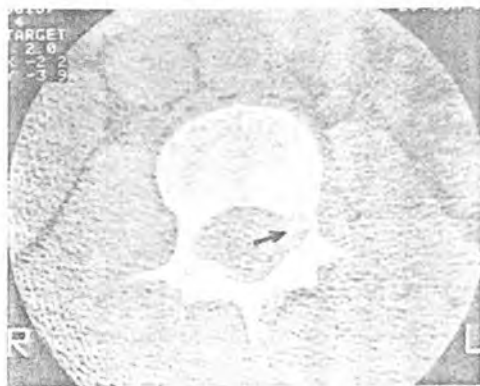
Osteoma osteoide detectado con una TC de alta definición (†). En este caso la TNM resultó negativa.
